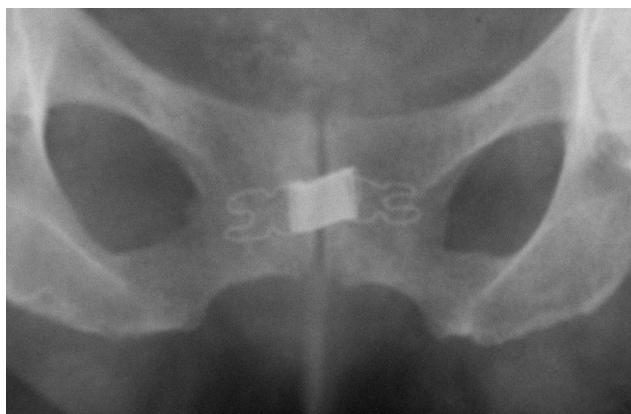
Обзорная рентгенограмма, прямая проекция
